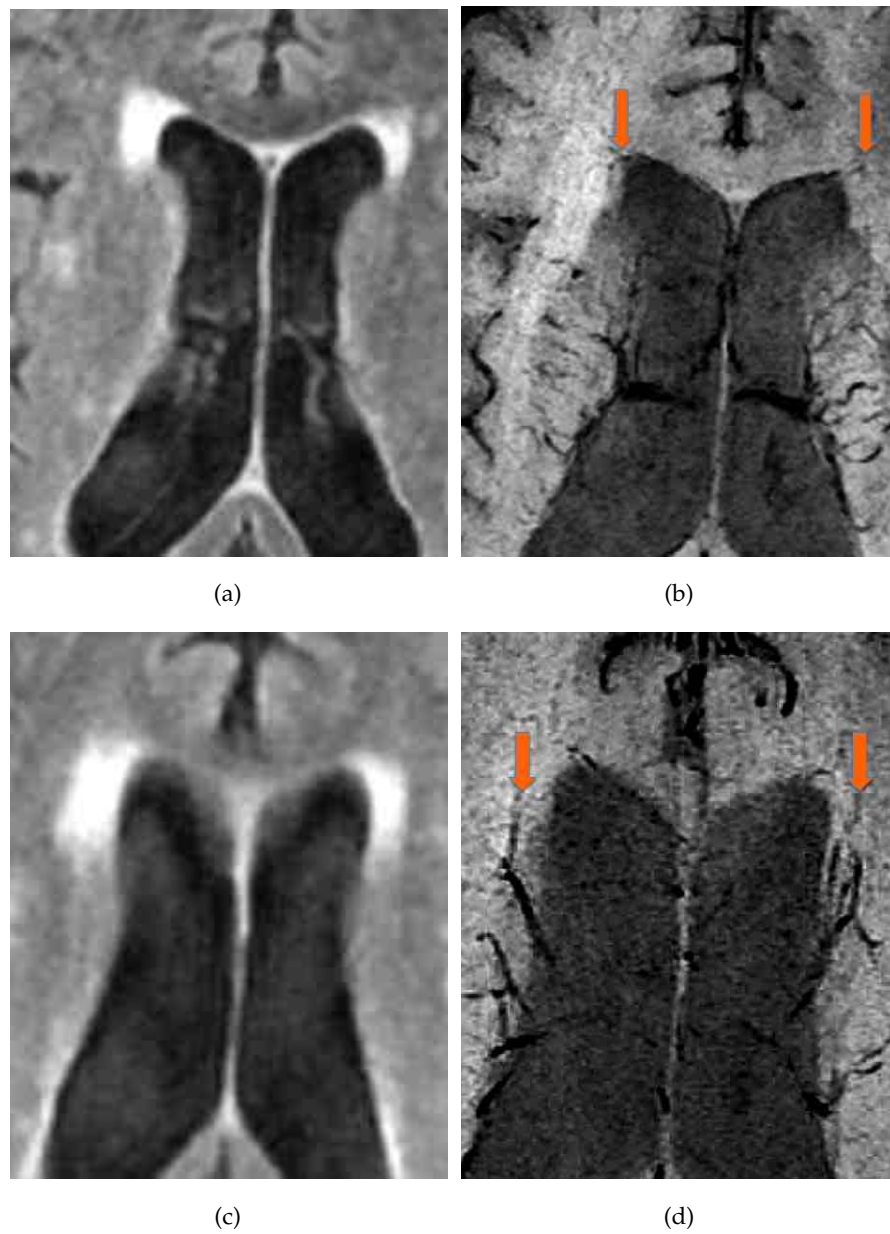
Drainierende Venen in unspezifische Gliosen. Die Form und Ausrichtung der unspezifischen Gliose orientiert sich jedoch nicht am Venenverlauf ((a+c) FLAIR, (b+d) SWI miP).
